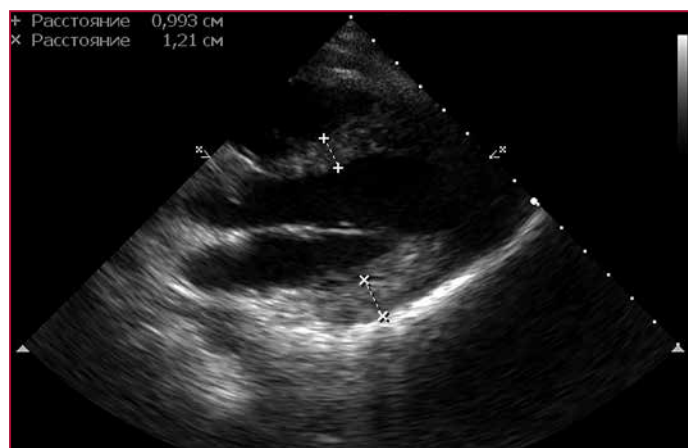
Эхокардиограмма ребенка А., больного менингококковой инфекцией, выполненная из парастернальной позиции по длинной оси
